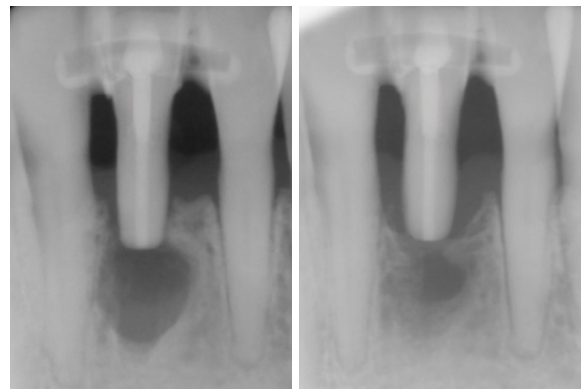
술전 및 술 후 3개월 후의 방사선 사진.
